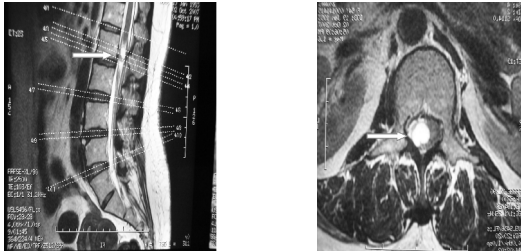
术前 MRI 矢状位片椎管内神经鞘瘤 图 1b 术前 MRI 横截位片椎管内神经鞘瘤
